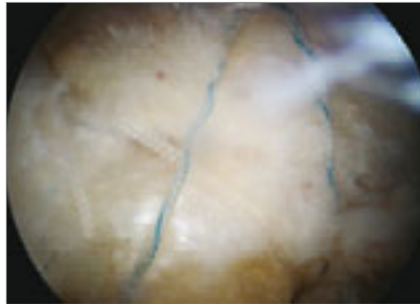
RM-Rekonstruktion
